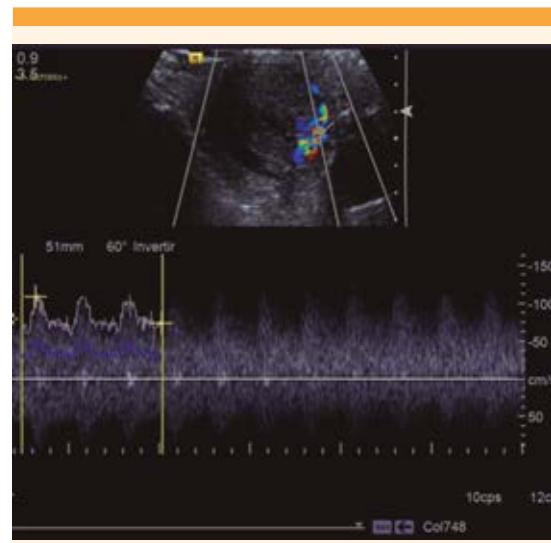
Espectro de baja resistencia obtenido en el ovillo vascular con estudio Doppler.
